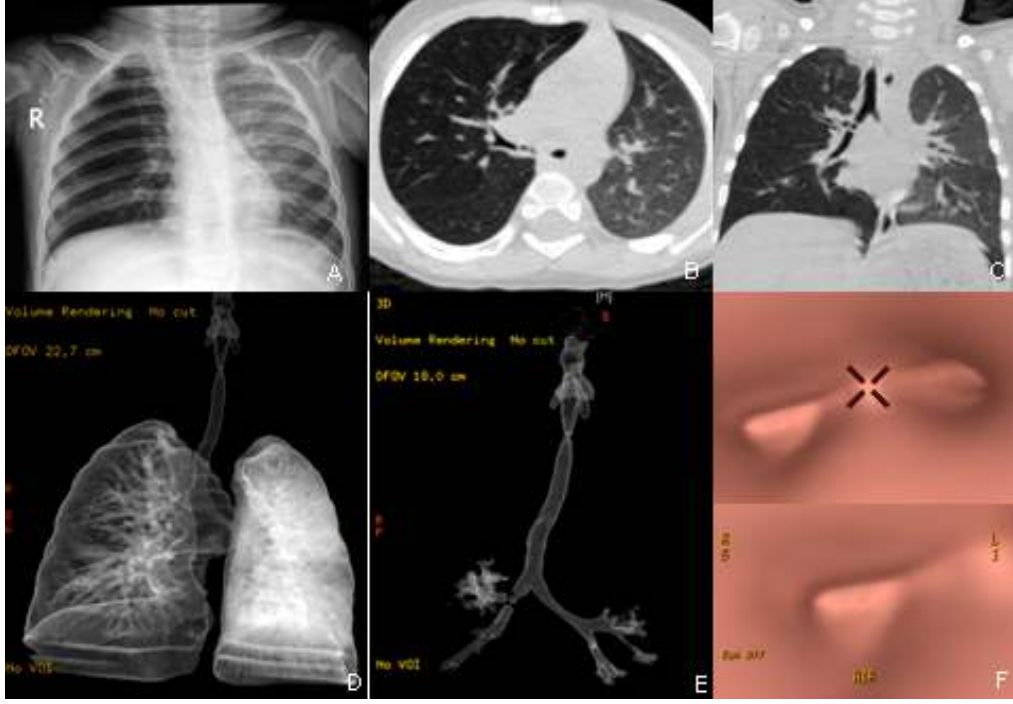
3 yaşında erkek hasta, göğüs radyografisinde (A) pozitif bulgu yok, parankim penceresinde aksiyal (B,C) ve koronal (D,E) BT görüntülerinde sağ ana bronşta yabancı cisim dansiteleri mevcut, BT bronkografi (F) görüntüsünde sağda hava sütununda kesinti izlenmekte, sanal bronkoskopide (G,H) sağ ana bronş içerisinde yabancı cisim izlenmekte. Yabancı cisim varlığı bronkoskopik olarak doğrulandı.
